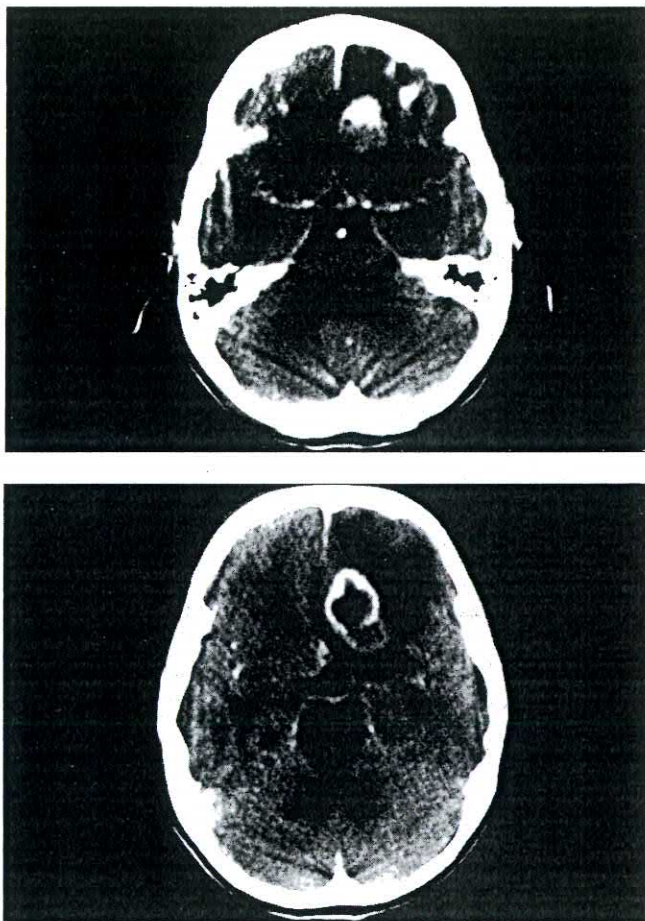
1B: TAC Cerebral con contraste. Lesión ocupacional frontal derecha con periferia hipercaptante, densidad heterogénea y gran edema que causa efecto de masa
